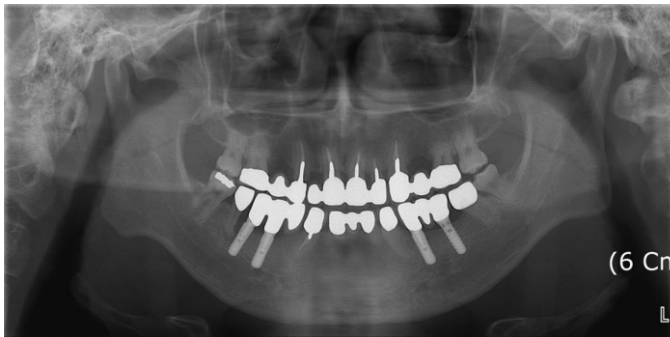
Panoramic radiograph of final prosthesis.
